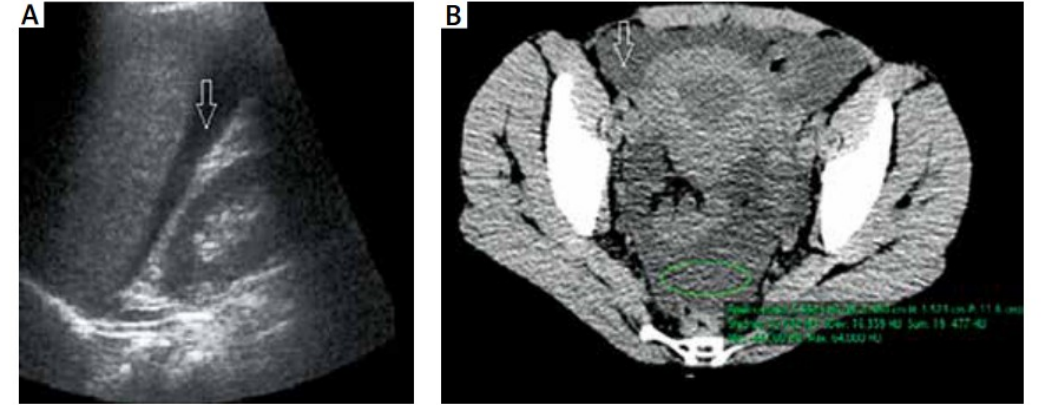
Free peritoneal fluid (arrow) on ultrasound (A) and computed tomography (B)
